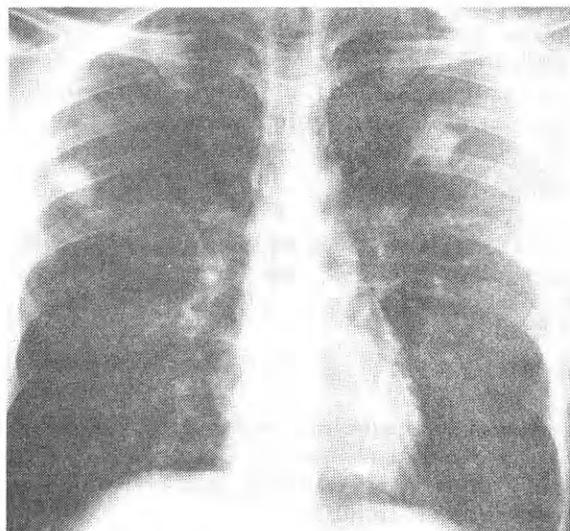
Radiografía AP de tórax
